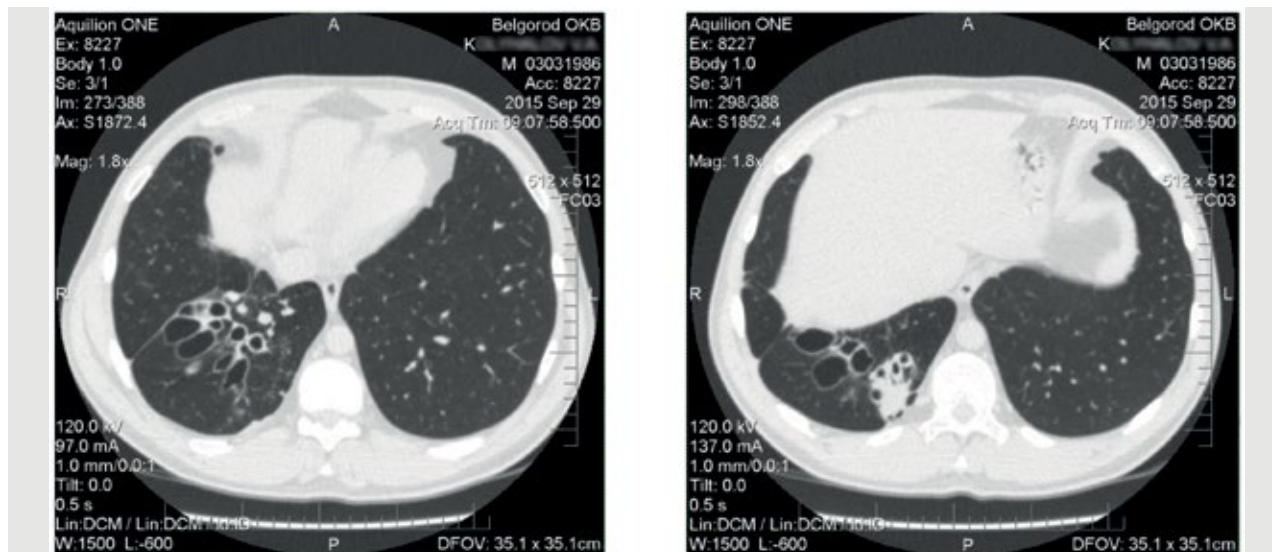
Компьютерная томограмма больного К., 29 лет. Мешковидная деформация бронхов дистальнее места обструкции, часть из которых заполнена содержимым, стенки бронхов утолщены (а); локальное уплотнение легочной ткани в задних нижних отделах доли, имеющее неровные тяжистые контуры, связанное с плеврой (б)
